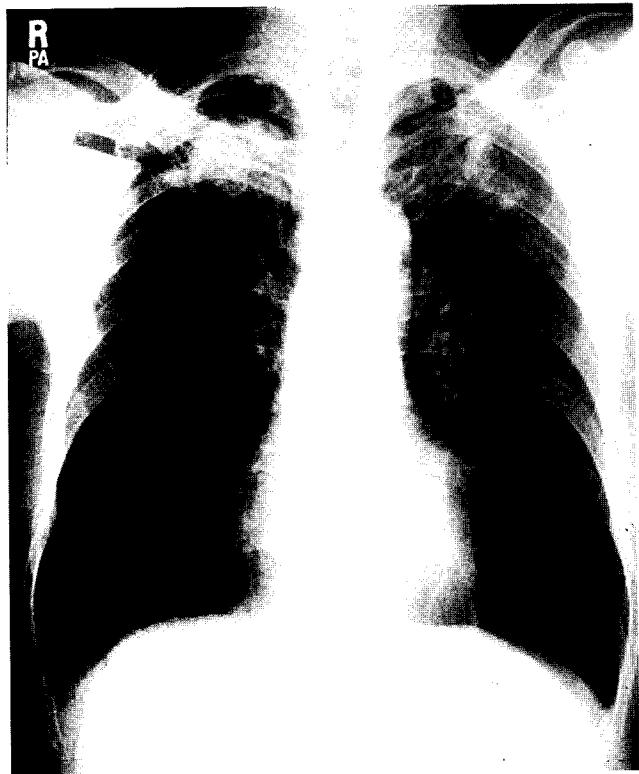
Preoperative findings of chest X-ray: A cavitary lesion is seen at the right upper lung field(arrow).
